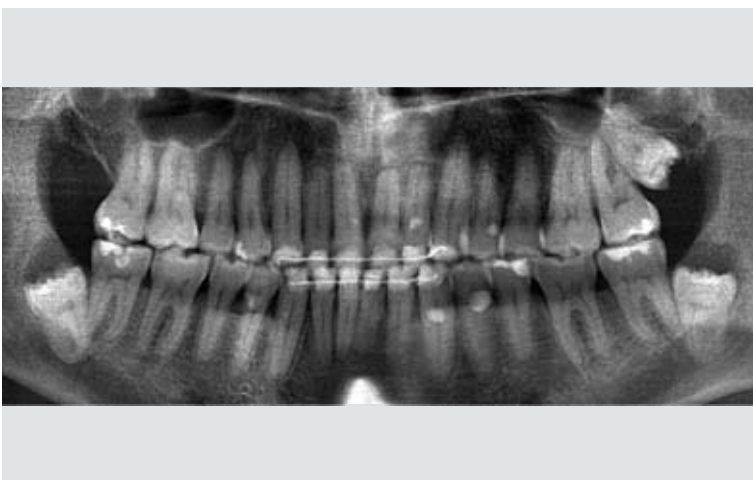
Orthopantomogrammausschnitt nach Behandlungsende: annähernd parallele Wurzelstellung, Knochendehiszenz zwischen den oberen mittleren Schneidezähnen geschlossen.
